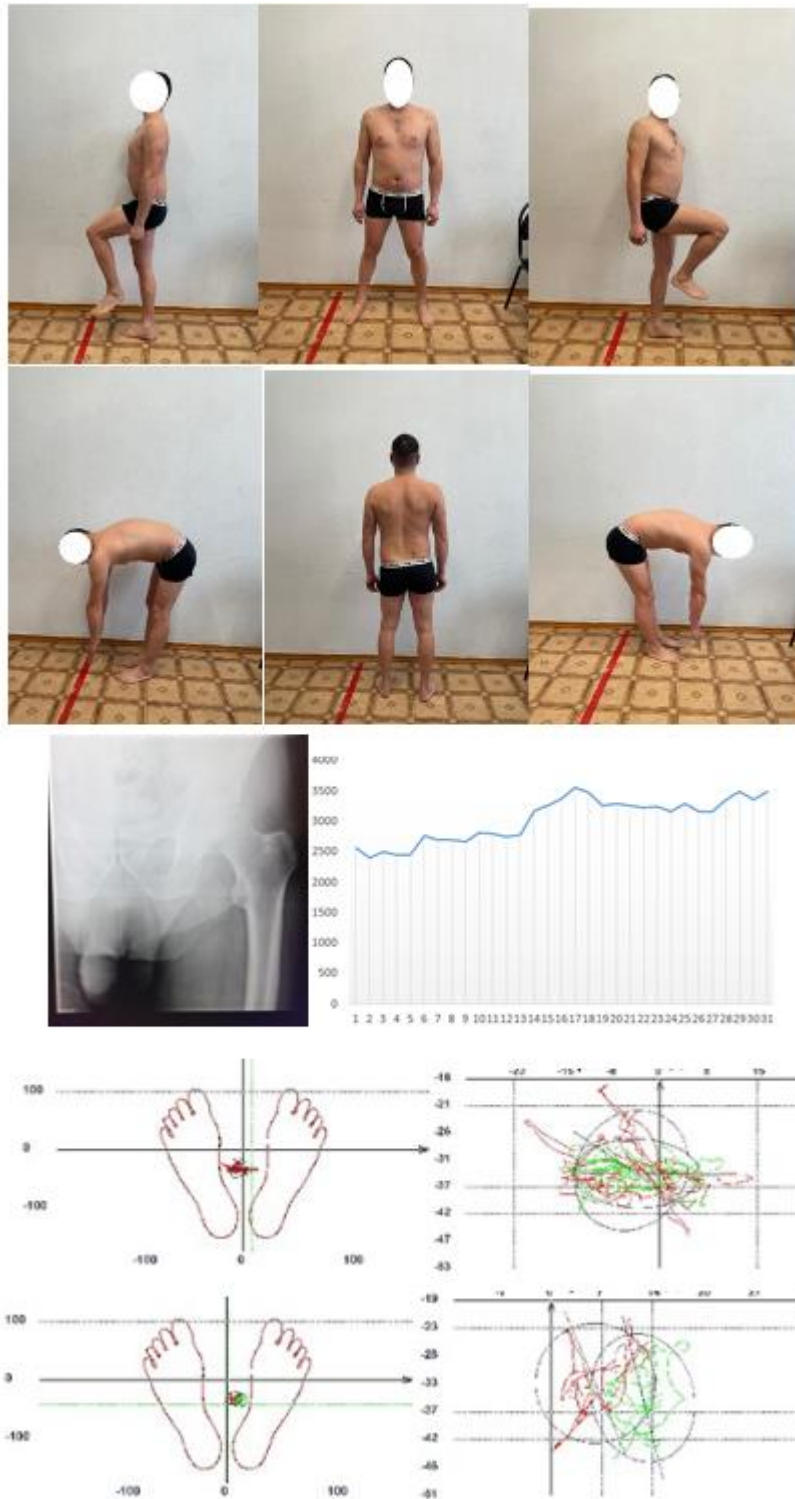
Пациент 3., ♂ 1985 года рождения, диагноз: Остеоартрит левого тазобедренного сустава II ст. Ортопедический статус, рентгенограмма левого ТБС; данные функциональной активности; ОЦД и статокинезиограмма.
